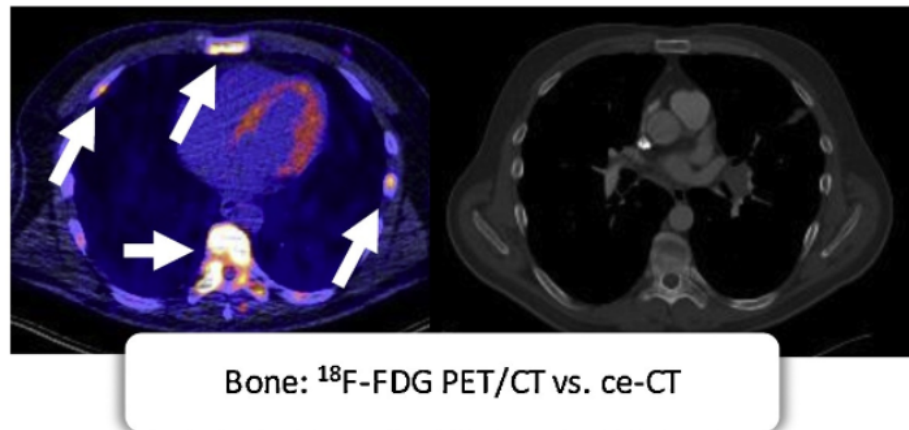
Τα σημεία ενδιαφέροντος στις PET εικόνες εμφανίζονται πιο έντονα (βλέπε βέλη)
